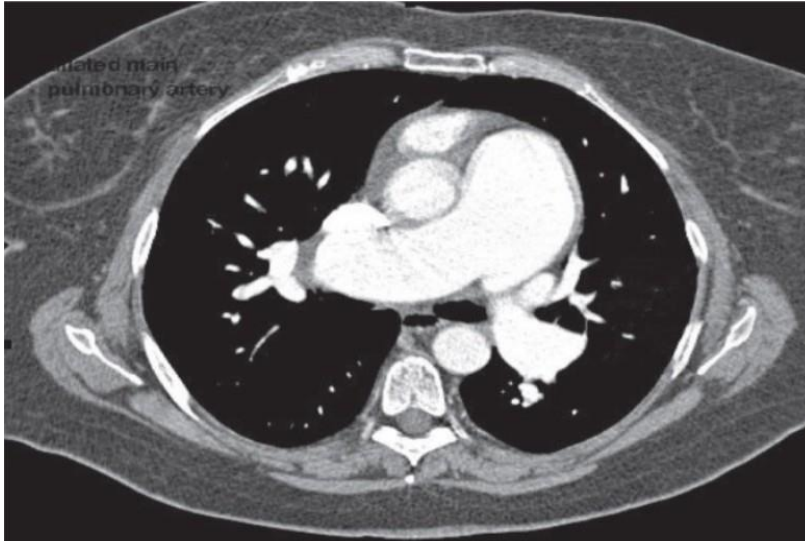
Tomografía computarizada de tórax que muestra una arteria pulmonar dilatada en hipertensión pulmonar idiopática (Fallah F., 2015).
